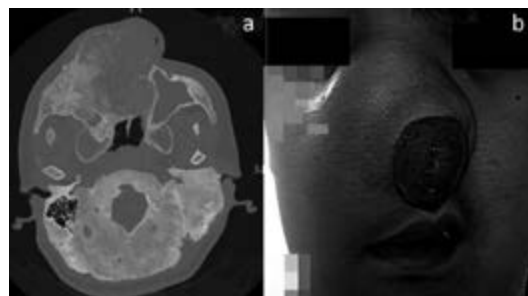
Paciente de 15 anos de idade portador da síndrome de McCune-Albright submetido a cirurgia ortopédica com anestesia venosa total. O controle da via aérea foi realizado com intubação traqueal acordada com auxílio de fibroscopia. (a) Tomografia computadorizada de crânio mostrando a displasia óssea facial. (b) Maior comprometimento da hemiface direita com obstrução total da narina. Modificado de: Kang SH, Jeong JS. Anesthetic Consideration of a Patient with McCune-Albright Syndrome: A Case Report. *Open J Anesthesiol*. 2016;6;187-92.
